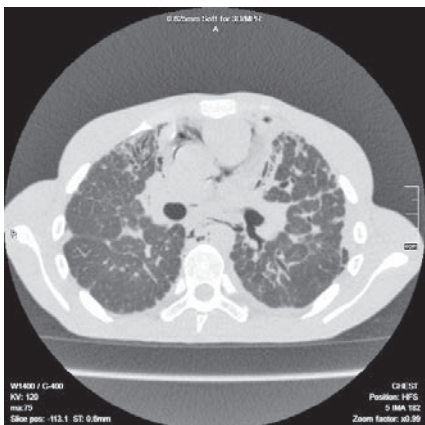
Аксіальний зріз КТ ОГК хворої С. від 23.06.2023. Видно ознаки пневмомедіастинуму
